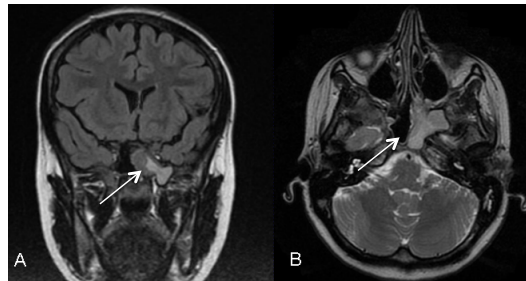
Kopf-MRT, T2-Wichtung
